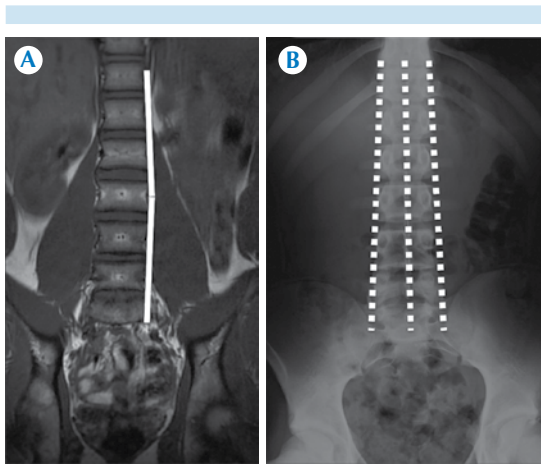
A) Resonancia magnética potenciada en T1, coronal: discreta curva de escoliosis de convexidad izquierda (línea continua). B) Radiografía anteroposterior del mismo paciente (líneas punteadas), la escoliosis vista en la resonancia no es evidente por este método de estudio, por lo que se descarta.
